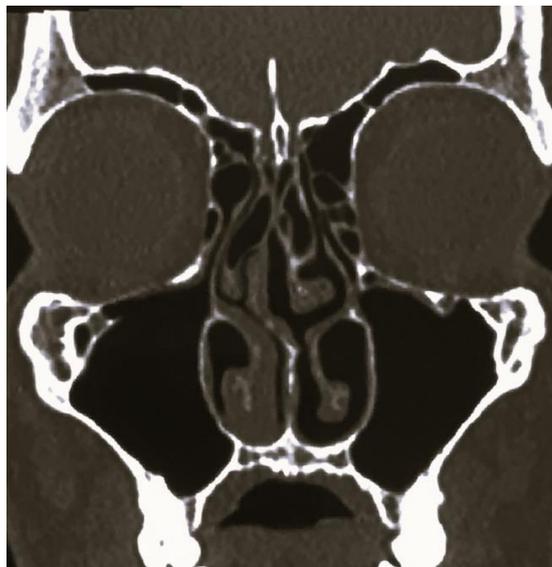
Tomografía de macizo craneofacial, corte coronal, donde se observa una desviación del septum nasal
